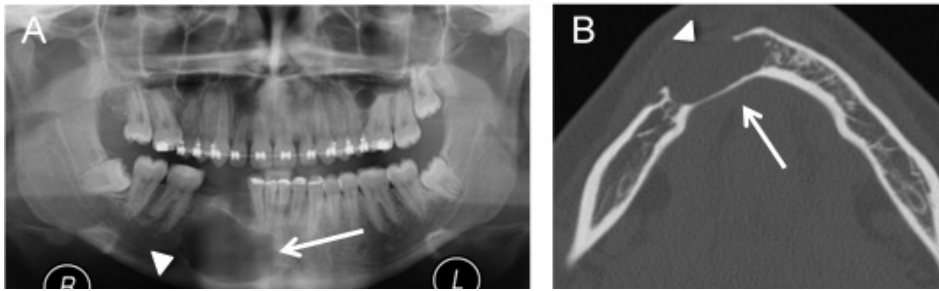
Ameloblastoma unicístico. Ortopantomografia (A) apresenta uma lesão lucente uniloculada na vertente direita do corpo mandibular (seta). Um diminuto septo é dificilmente discernível na sua vertente lateral direita (cabeça de seta). Imagem axial de TC em janela óssea (B) da mesma paciente, mostra uma lesão lucente uniloculada (seta), com expansão óssea e disrupção da vertente jugal da cortical óssea (cabeça de seta).
